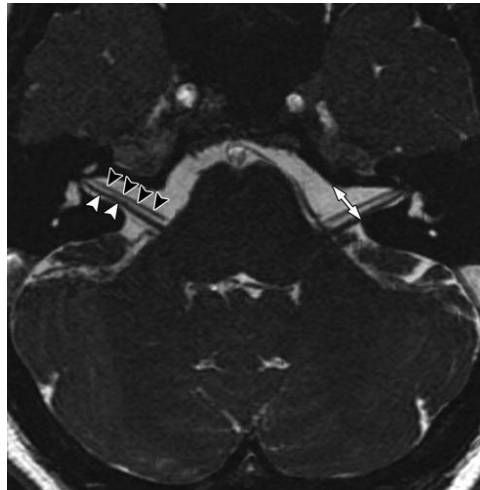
Imagen de resonancia magnética que muestra el curso paralelo del nervio facial (cabezas de flechas negras) y el nervio vestibular superior (cabeza de flechas blancas) los cuales cruzan el angulo pontocerebeloso para entrar el conducto auditivo interno a través del poro acústico
